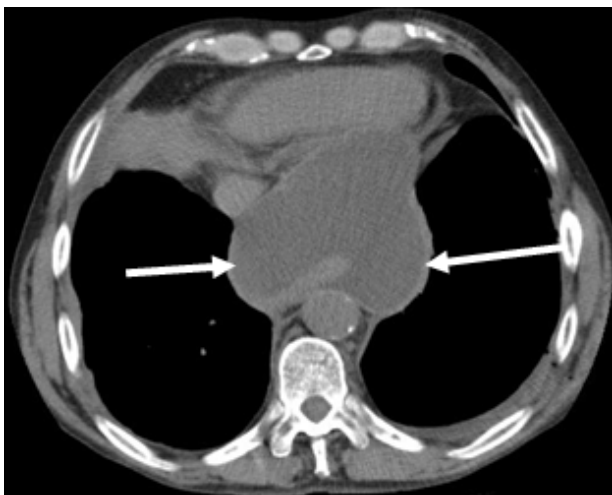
КТ-органов грудной клетки. Аксиальная проекция. Стрелками указаны границы кисты заднего средостения.
